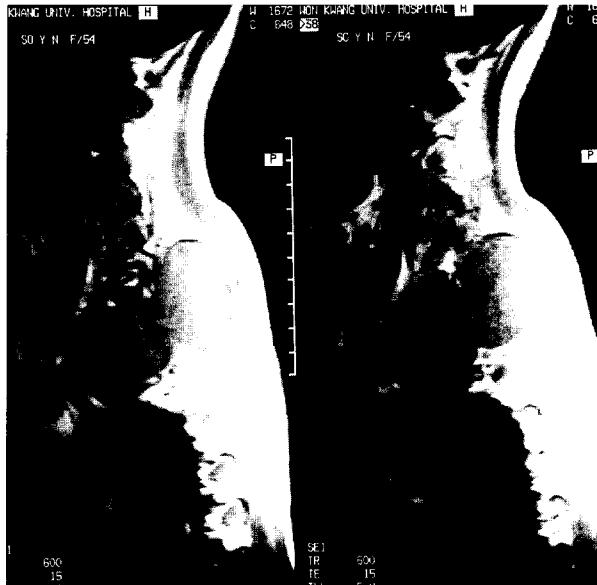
Preoperative C-spine MRI
